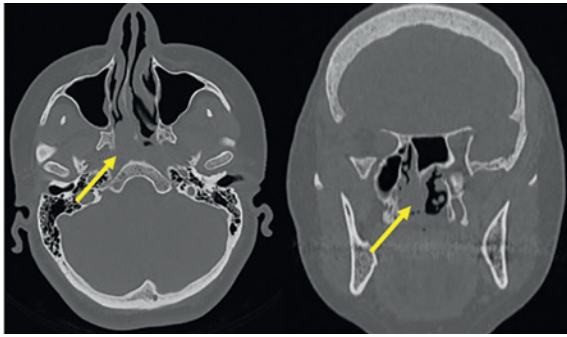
Компьютерная томография пациентки до операции
